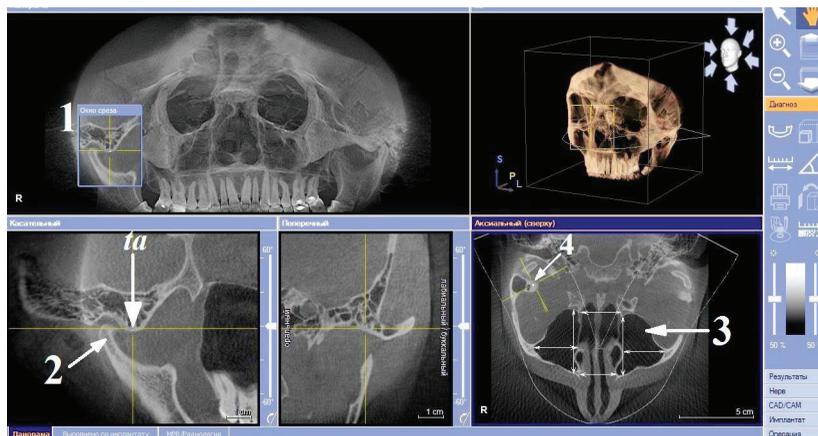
Точка *ta* — дополнительная точка, выявляемая на конусно-лучевой компьютерной томографии для стандартизации анатомометрии структур черепа на живом человеке. Перекрестье фокусируется на самой выступающей точке суставного бугорка височной кости (на его «вершине») 1 — окно среза; 2 — правая головка нижней челюсти на касательном реформате (срезе); 3 — левая верхнечелюстная пазуха; 4 — точка *ta*, вид сверху (аксиальный реформат). Стрелками отмечены измеряемые отрезки. Окно «Панорама».
